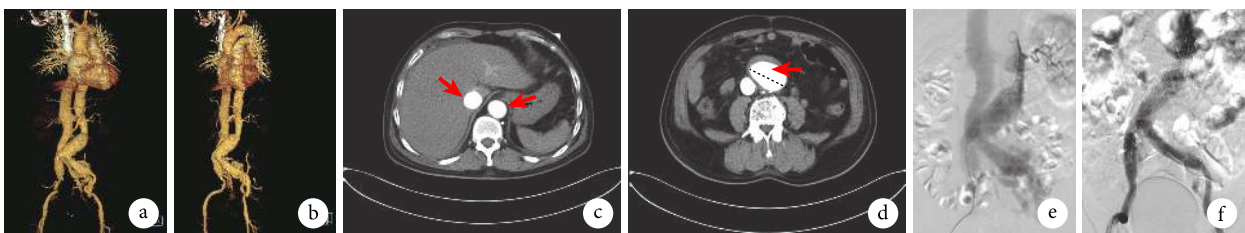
示该例患者术前 CT、术中造影及术后造影结果
